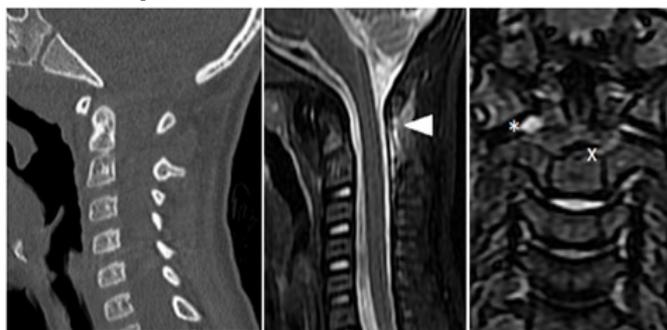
Данные обследования пациентки Л., 3 лет. Сагиттальный срез МСКТ - признаки костно-травматической патологии отсутствуют; STIR-взвешенный режим МРТ в сагиттальной и коронарной плоскостях демонстрирует гиперинтенсивный сигнал в проекции выйной связки (белый треугольник), явления синовита и перифокального костного отека (обозначены маркерами)
